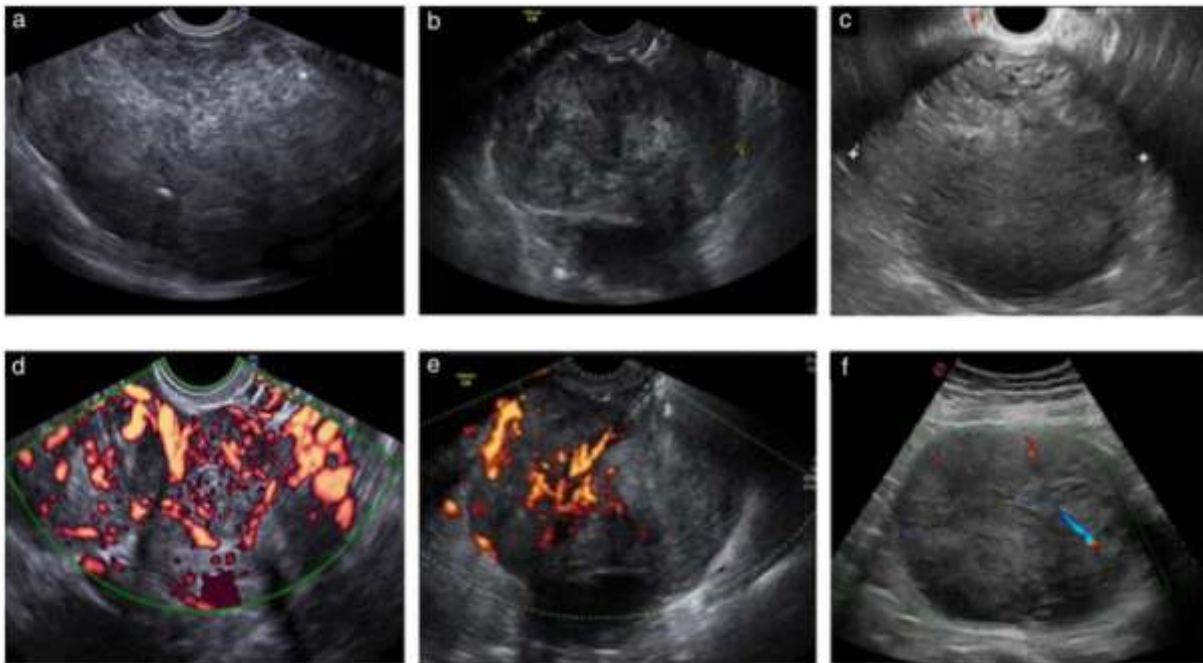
Images échographiques de trois léiomyosarcomes (a–c) et images Doppler couleur correspondantes montrant une vascularisation riche (d), modérée (e) et minimale (f). [65]
